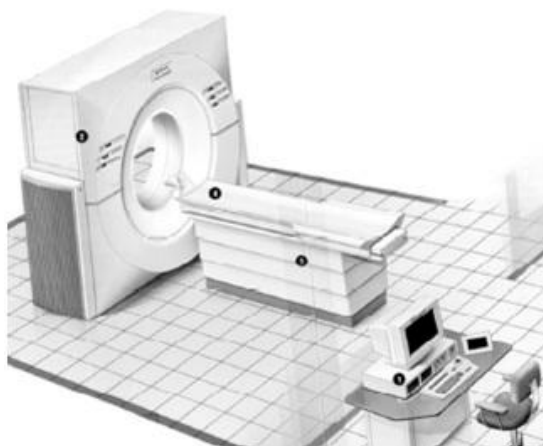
Modelo esquemático de uma sala de TC, adaptado de Cunningham et al 2000 (Cunningham & Judy, 2000).
